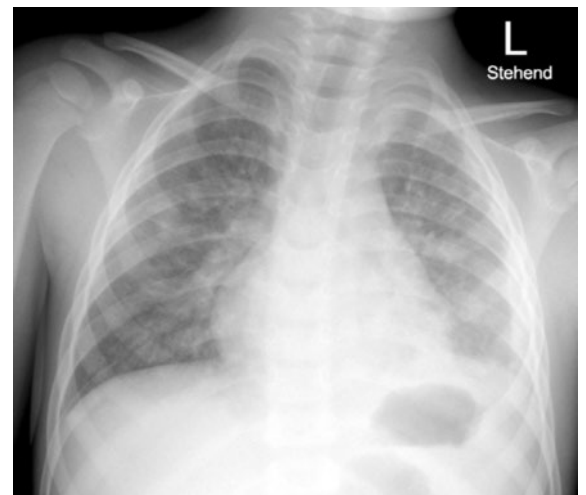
Thorax-Röntgen bei Vorstellung auf der Notfallstation. Konfluierende Konsolidation des linken Unterlappens mit Begleiterguss subpleural links.
